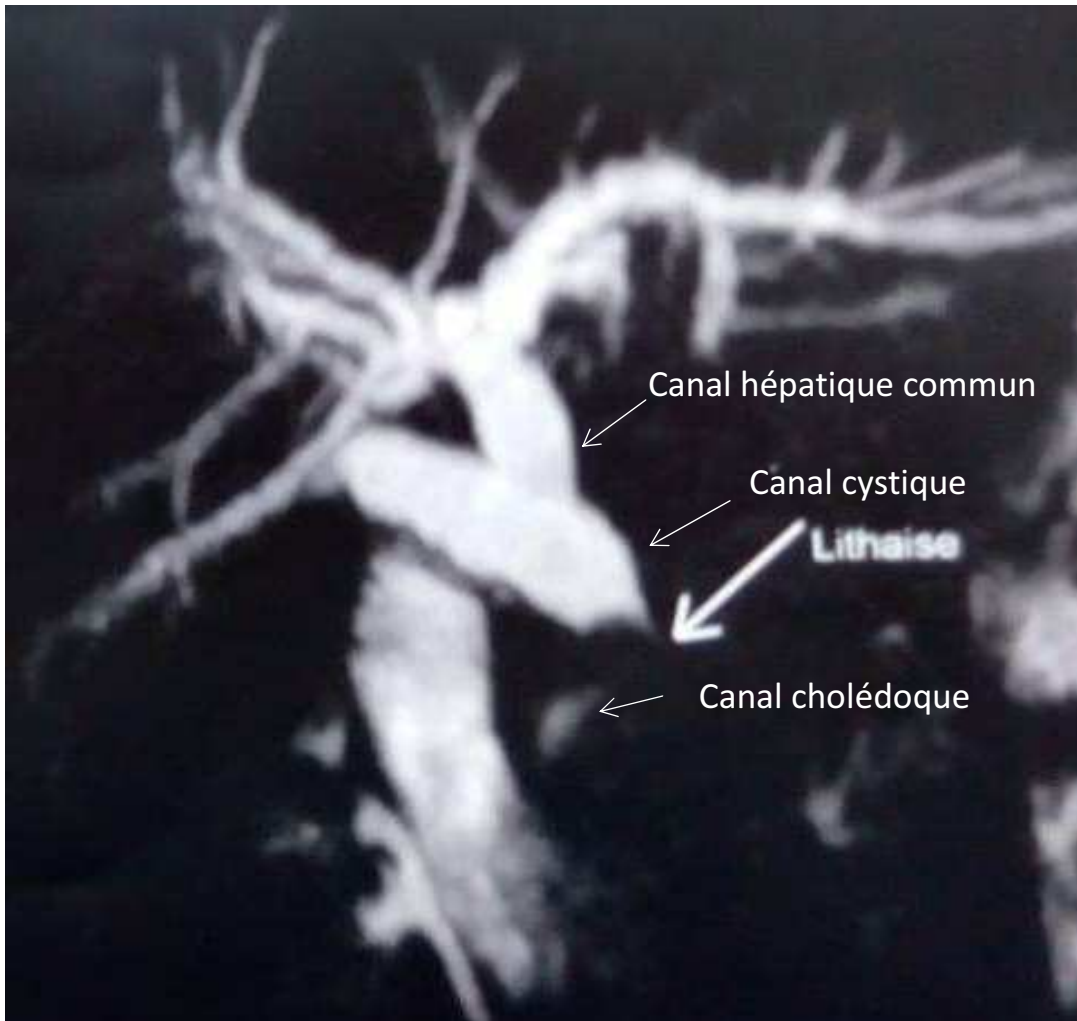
Bili-IRM montrant une dilatation des VBIH et de la VBP qui mesure 13 mm en amont d'une lithiase de 8,5 mm enclavée au niveau du 1/3 inférieure de la VBP à 17 mm de son abouchement duodénal.
